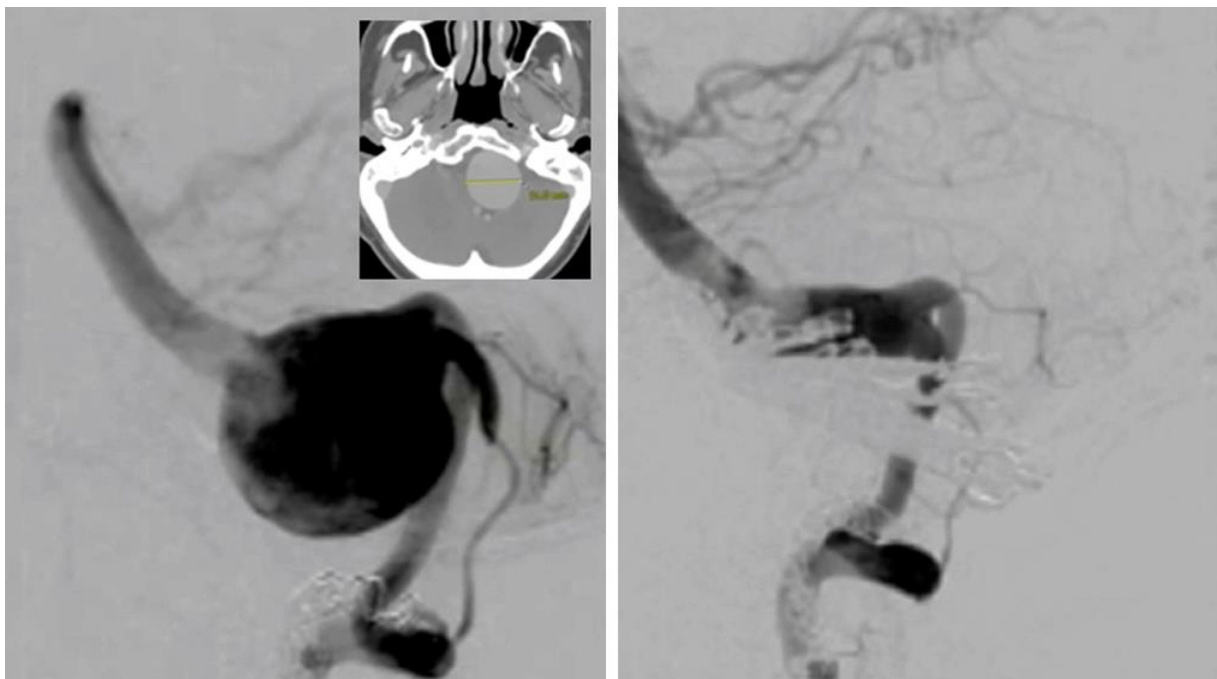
轴位 CT（插图）显示巨大椎基底交界动脉瘤导致脑干压迫（左）。瘤体进行减压并夹闭重建（右）。
